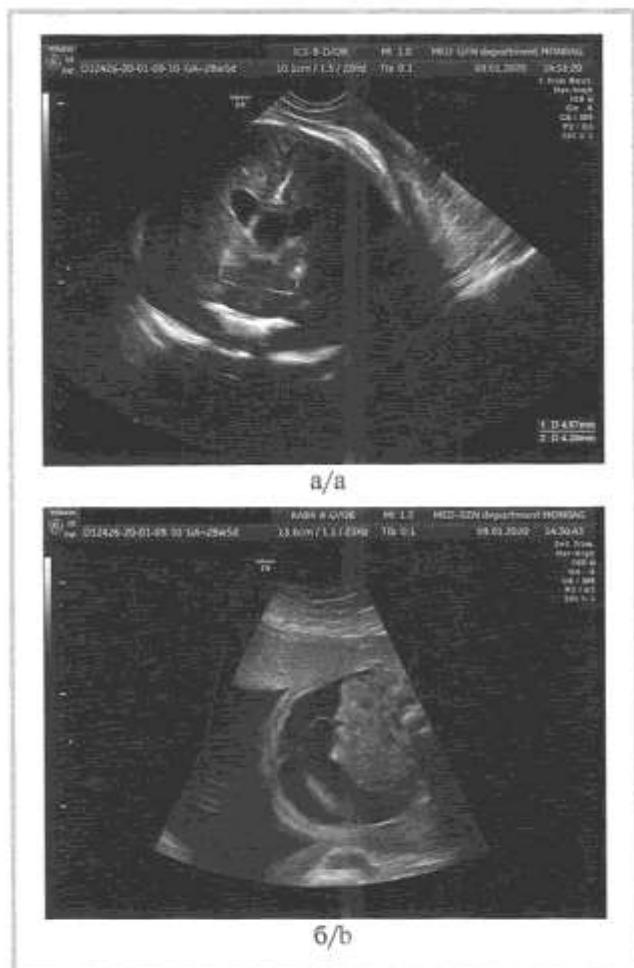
Результаты УЗИ плода с перинатальной летальной формой болезни Гоше на сроке 28 нед беременности.
